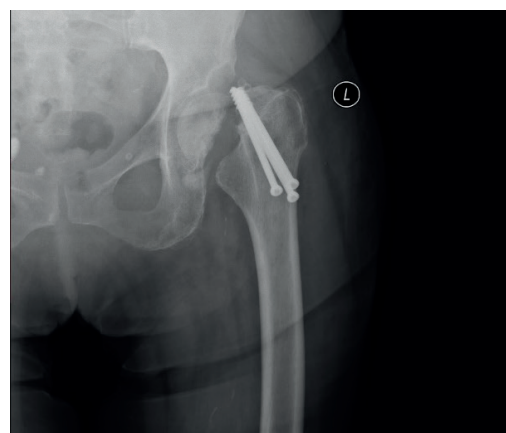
Рентгенограмма левого тазобедренного сустава пациентки П. после смещения металлоконструкции (прямая проекция)
